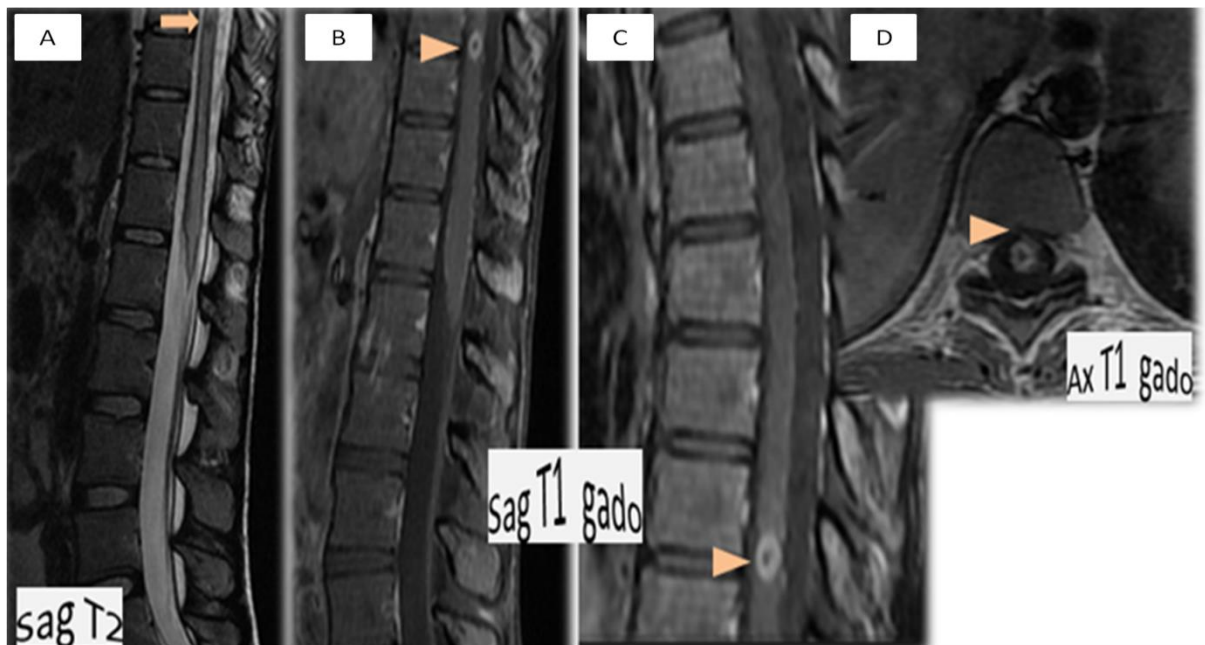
L'IRM médullaire objective la présence d'un hypersignal T2 du cordon médullaire étendu, non rehaussé après contraste avec une lésion nodulaire centromédullaire en regard du disque inter-vertébral D9-D10 en hyposignal T2 (flèche : A), rehaussée de façon annulaire après contraste (têtes de flèches : B, C, D).
